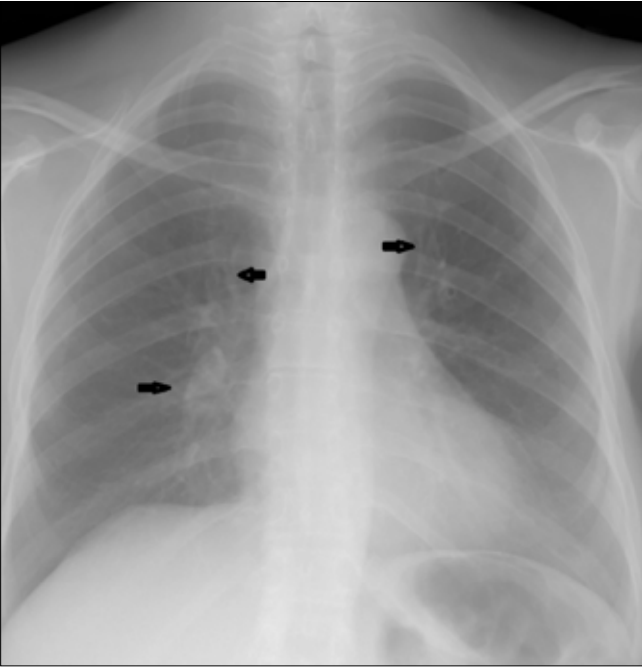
Aynı olgunun PA akciğer grafisinde hafif bronş duvar kalınlaşmaları görülmekte olup ince retiküler opasiteler dikkati çekmektedir (Resim 9)
